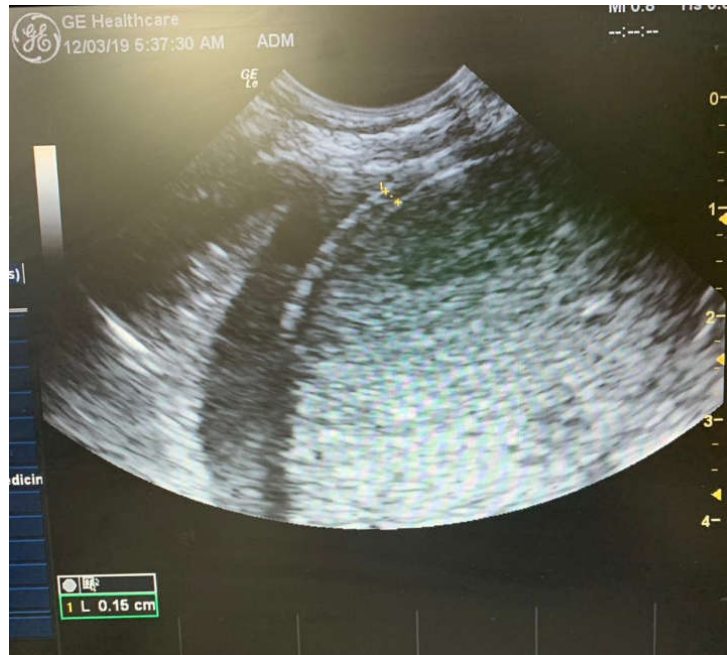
USG diafragma modo B com transdutor mini-convexo 8 MHz (Fonte: pesquisadora).
